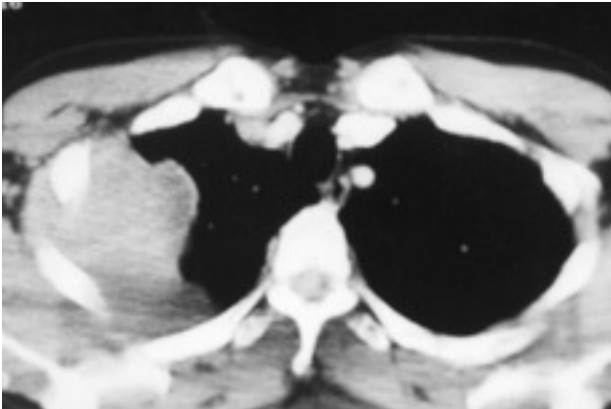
Tomografía computarizada torácica, donde se aprecia una tumoración de la pared torácica que afecta partes blandas y óseas.
